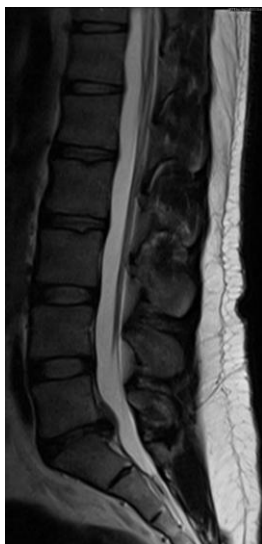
RM en T2 de columna lumbar en cortes sagital y axial con extrusión de disco en L5-S1.
